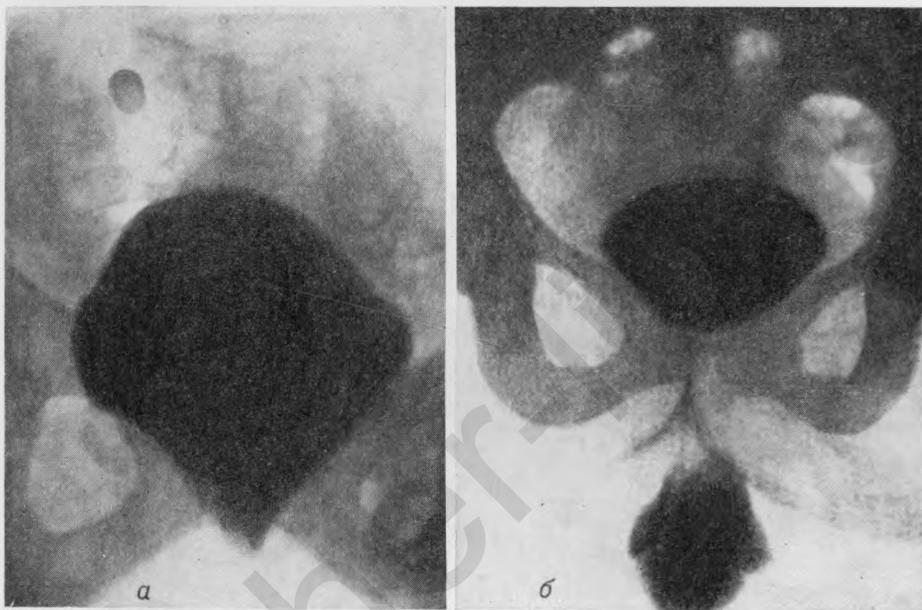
Цисторентгенограммы (по Е. С. Тумановой).
